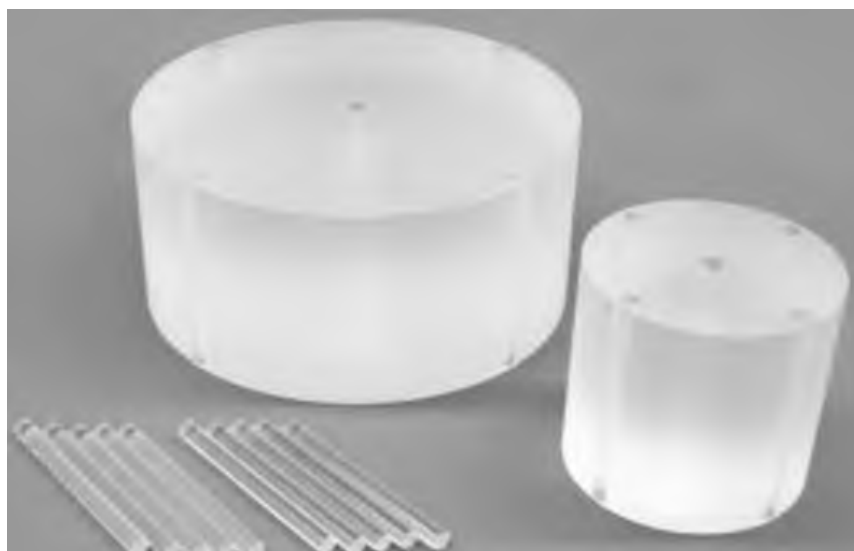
Стандартные акриловые дозиметрические фантомы для контроля доз при КТ диаметром 16 см и 32 см, материал – акрил.
